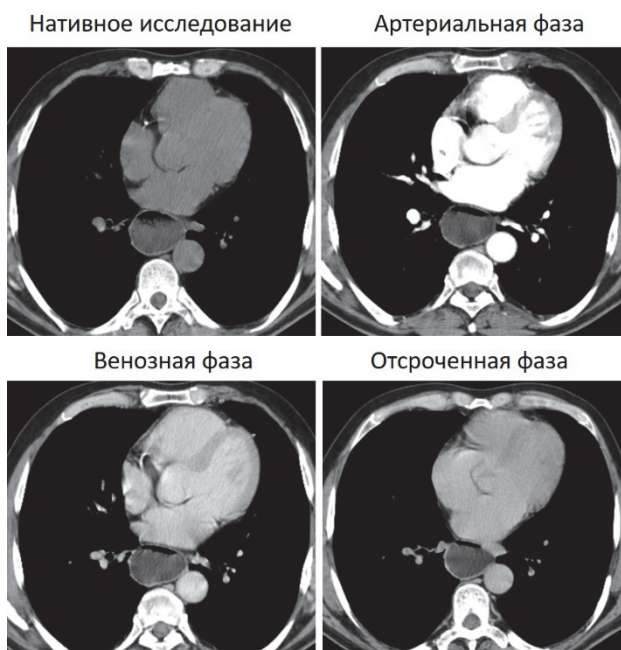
МСКТ, аксиальная проекция, нативное исследование и с внутривенным контрастированием, длительная задержка содержимого в просвете пищевода, горизонтальные уровни между водой и газом на протяжении всего исследования
